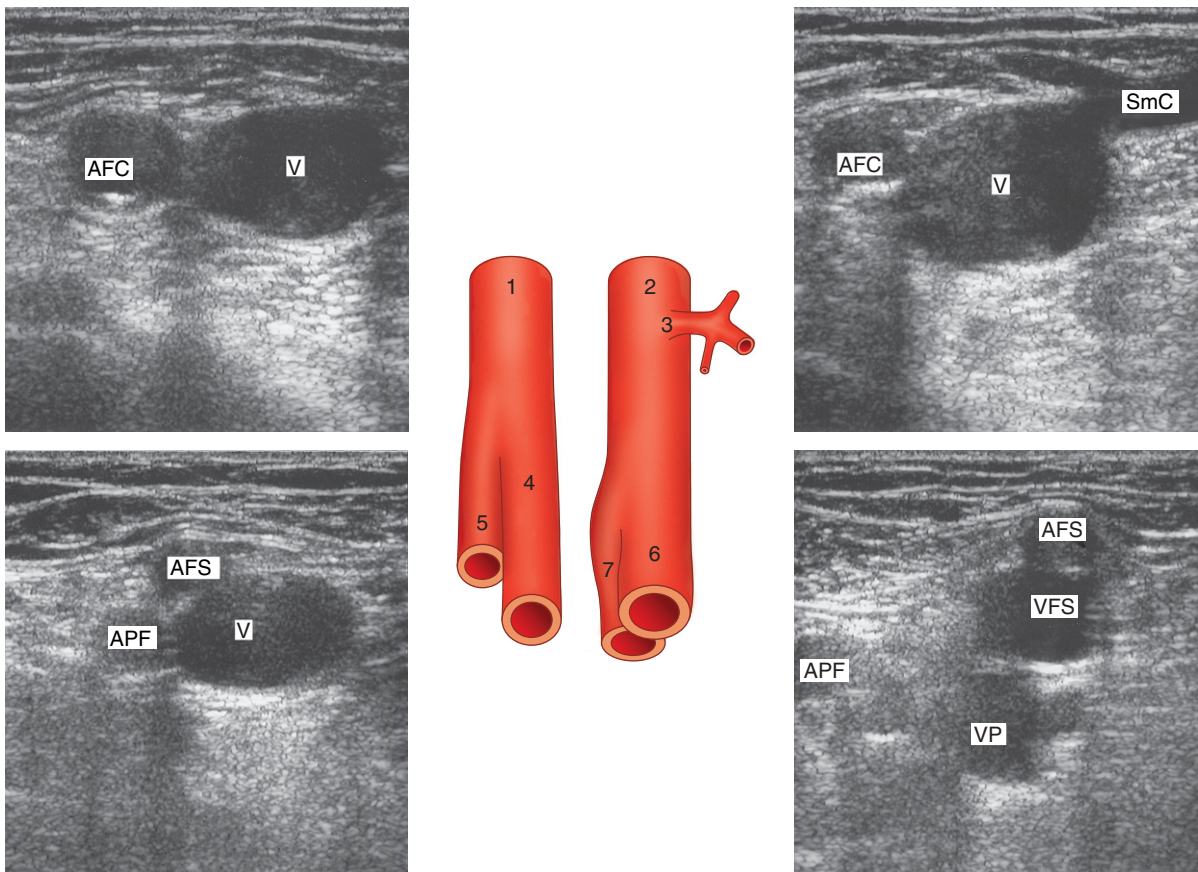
Anatomie der rechten A. und V. femoralis in der Leiste, mit entsprechender B-mode-Sonographie in transversaler Schnittführung in vier verschiedenen Ebenen. Die Zahlen im Schaubild bezeichnen folgende Gefäße: 1 = A. femoralis communis, 2 = V. femoralis communis, 3 = V.-saphena-magna-Crosse, 4 = A. femoralis superficialis, 5 = A. profunda femoris, 6 = V. femoralis superficialis, 7 = V. profunda femoris. Die auf den Schnittbildern dargestellten Gefäße sind die V. femoralis communis (V), A. femoralis communis (AFC), V.-saphena-magna-Crosse (SmC), A. femoralis superficialis (AFS), A. profunda femoris (APF), V. femoralis superficialis (VFS) und V. profunda femoris (VPF). Zu beachten ist, dass die Femoralisbifurkation manchmal oberhalb der V.-saphena-magna-Crosse lokalisiert ist. Wie im B-Bild zu sehen, neigt die A. femoralis superficialis außerdem dazu, den oberen Bereich der V. femoralis superficialis zu überlagern.
